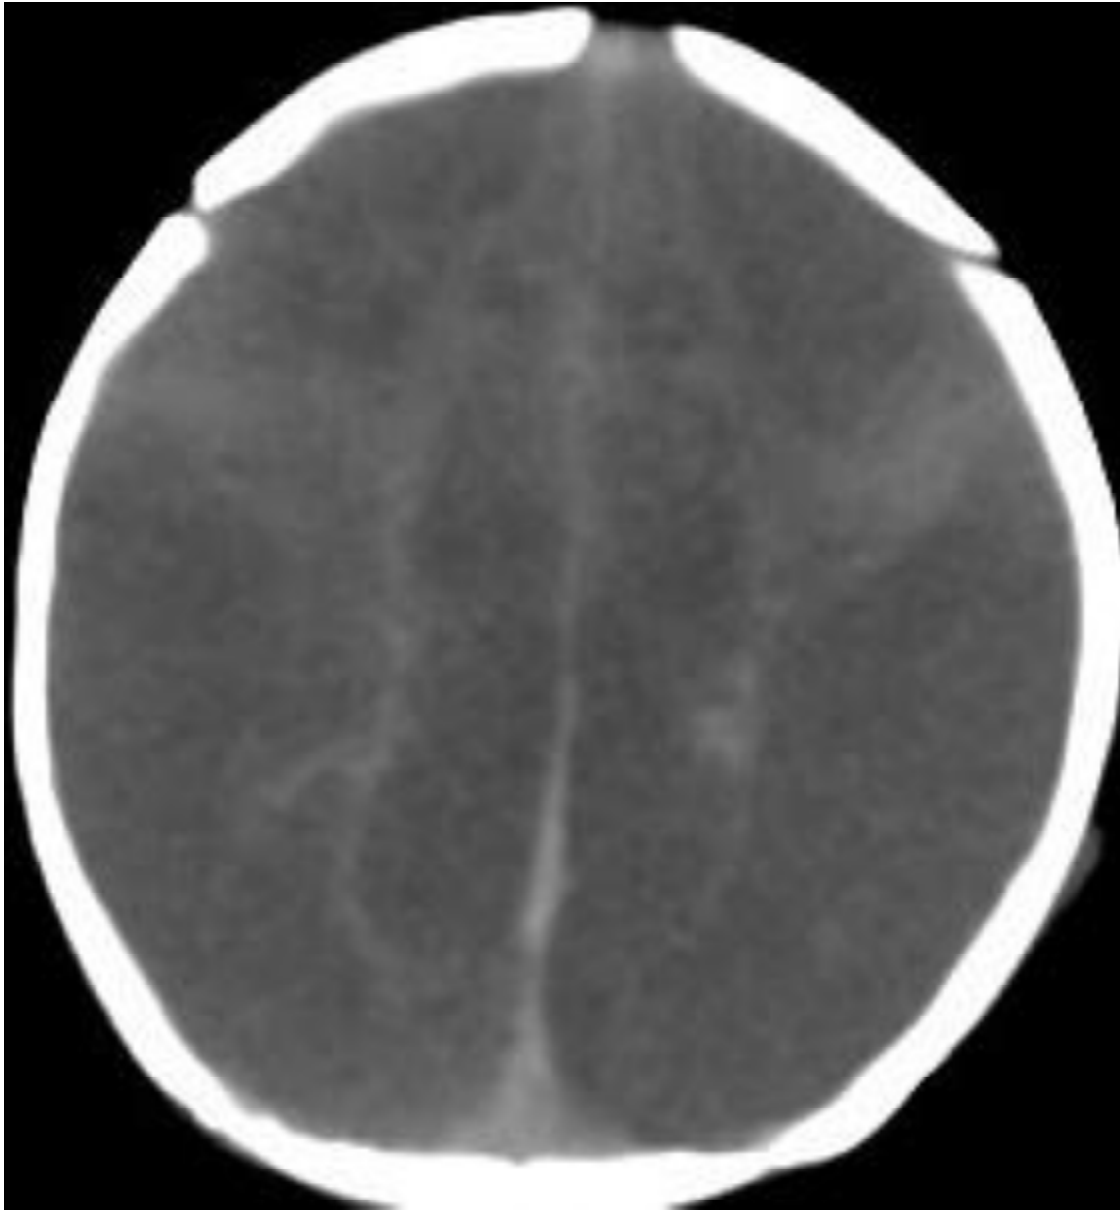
TDM cérébrale : Des plages hémisphériques ischémiques bilatérales cortico sous corticales effaçant les sillons corticaux en regard avec effet de masse sur les deux ventricules latéraux, ligne médiane en place.
